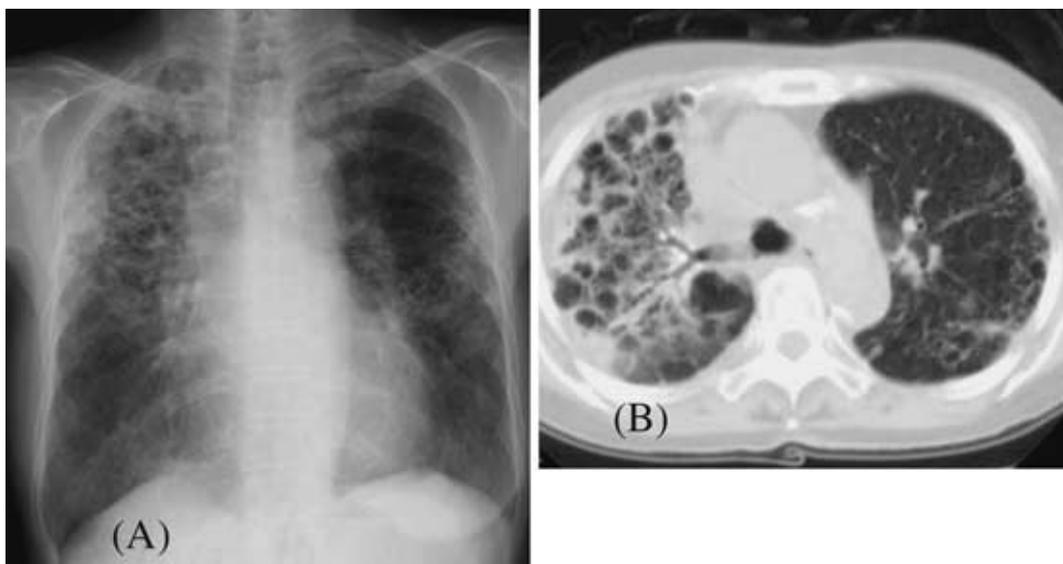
( A ) ( B ) Chest radiograph and chest CT, showing diffuse bronchiectatic change with consolidation around it.
